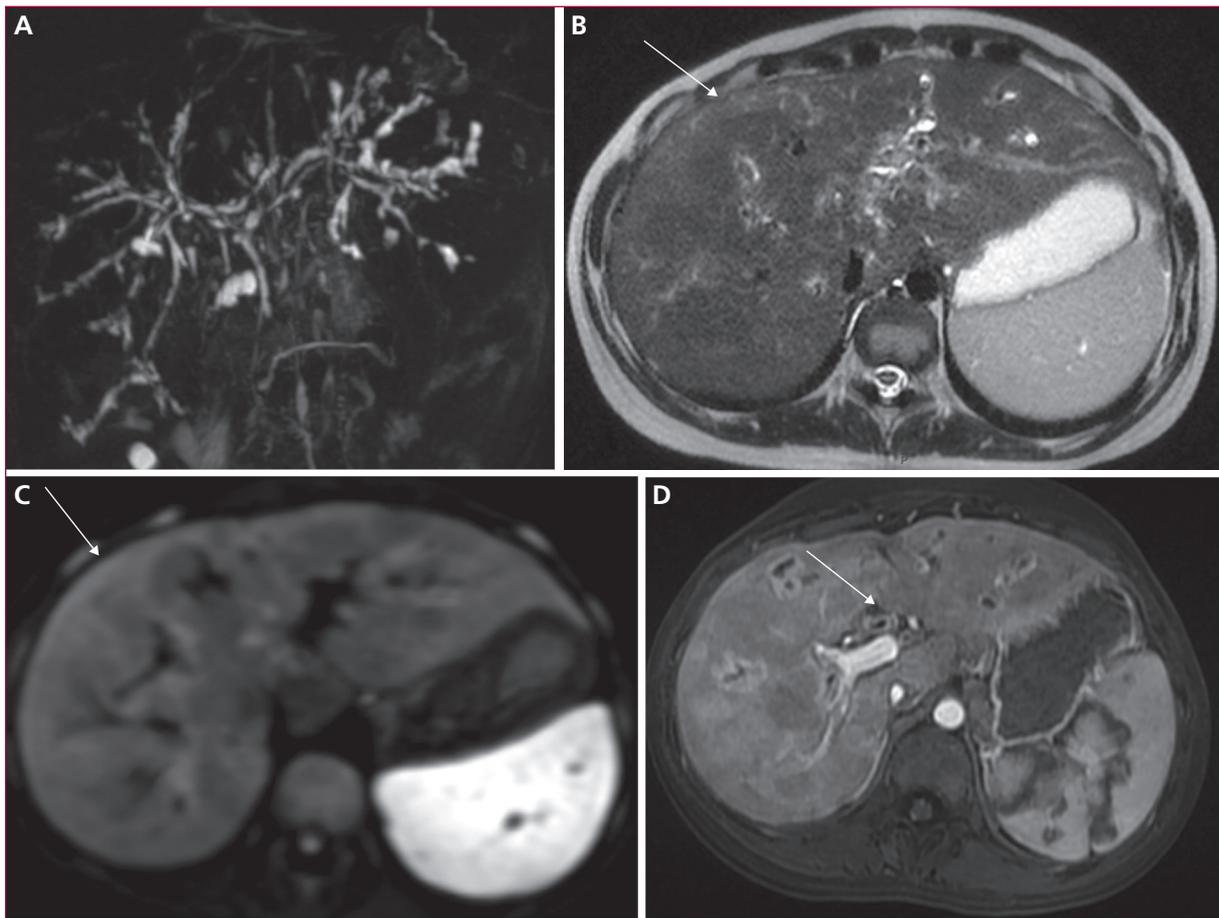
Lésions biliaires et parenchymateuses de la cholangite sclérosante primitive en IRM. A) Séquence bili-IRM 3D : atteinte diffuse avec alternance de sténoses et dilatations des voies biliaires intra- et extrahépatiques. B) Séquence T2 : Retentissement parenchymateux sous la forme de plages en hypersignal T2, de topographie périphérique et segmentaire. C) Séquence diffusion : retentissement parenchymateux sous la forme de plages en hypersignal, de topographie périphérique et segmentaire. D) Séquence T1 après injection de gadolinium : épaissement avec prise de contraste de la paroi des voies biliaires. Hétérogénéité du rehaussement du parenchyme en rapport avec des troubles perfusionnels.
